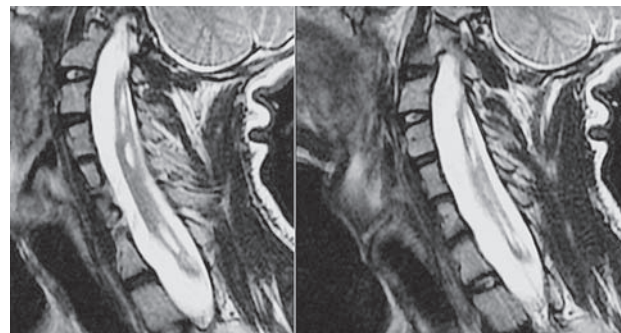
МРТ (серия сагиттальных срезов). То же наблюдение, что на рис. 1. Субарахноидальные пространства спинного мозга стали просматриваться. В просвете интрамедуллярной полости визуализируется катетер
